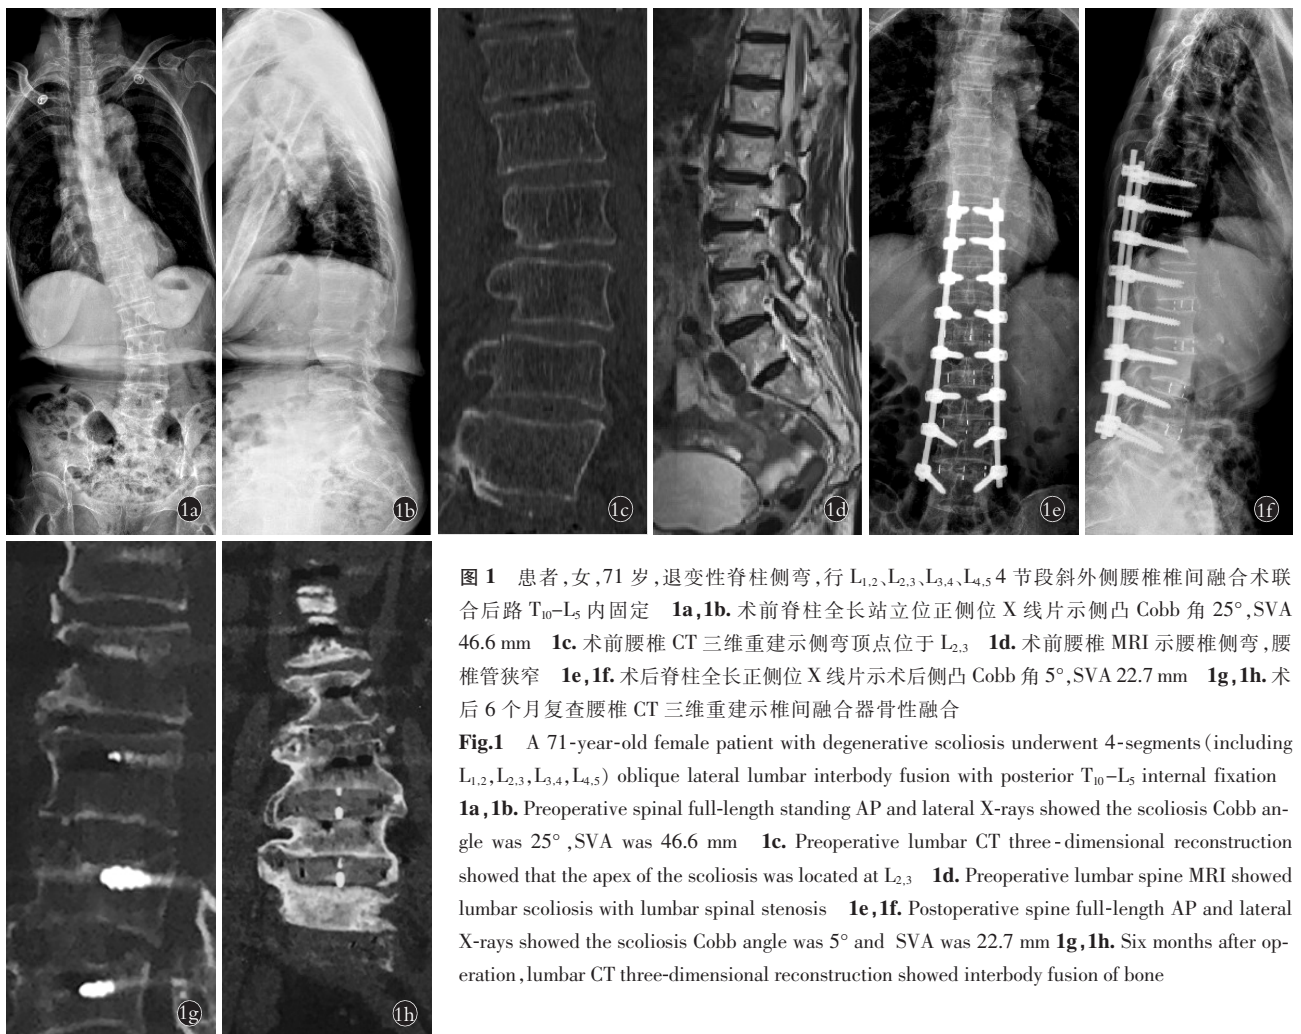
患者,女,71 岁,退变性脊柱侧弯,行 L_{1,2}、L_{2,3}、L_{3,4}、L_{4,5} 4 节段斜外侧腰椎椎间融合术联合后路 T₁₀-L₅ 内固定 1a,1b. 术前脊柱全长站立位正侧位 X 线片示侧凸 Cobb 角 25°,SVA 46.6 mm 1c. 术前腰椎 CT 三维重建示侧弯顶点位于 L_{2,3} 1d. 术前腰椎 MRI 示腰椎侧弯,腰椎管狭窄 1e,1f. 术后脊柱全长正侧位 X 线片示术后侧凸 Cobb 角 5°,SVA 22.7 mm 1g,1h. 术后 6 个月复查腰椎 CT 三维重建示椎间融合器骨性融合
